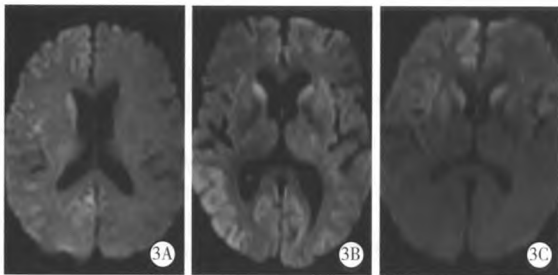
横轴位 DWI 示 CJD 患者的大脑皮质和纹状体高信号影
